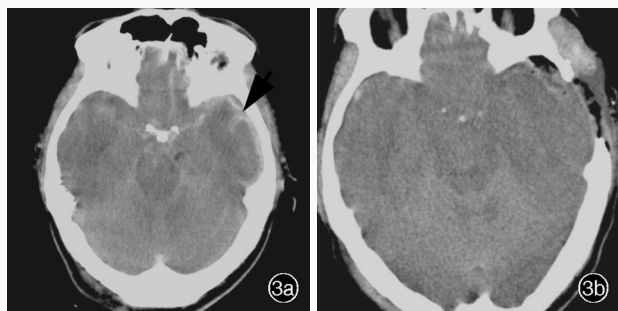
例 3 患者头部 CT 检查所见 3a 入院即刻横断面 CT 显示,左侧颞顶部硬膜下血肿(箭头所示),蛛网膜下腔出血,左侧枕骨骨折 3b 术后即刻横断面 CT 显示,弥漫性脑肿胀,环池显示不清
